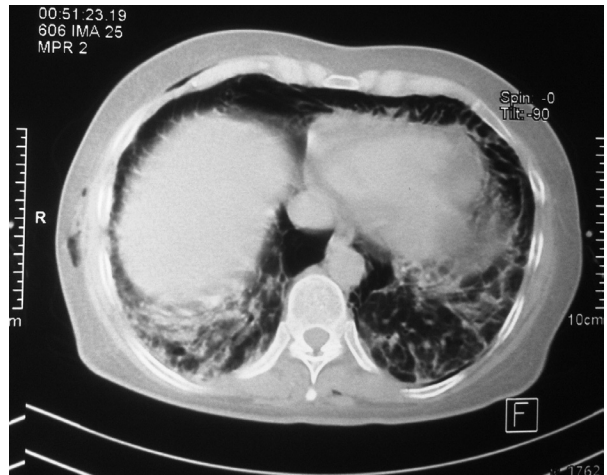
TAC simple de tórax con infiltrado intersticial en vidrio esmerilado.
